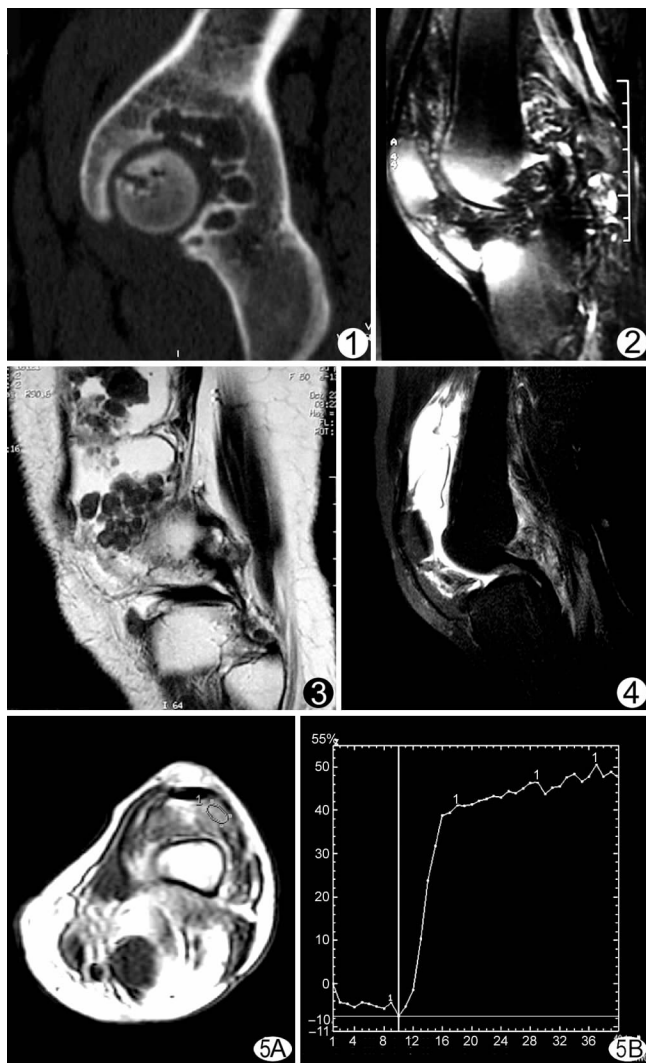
左膝关节 CT 矢状重建, 髌白及股骨头关节面下可见多发囊状骨质破坏, 边界清楚并可见薄层硬化边 图 2 D-TGCT I 型 MRI T2W 压脂像可见弥漫性滑膜组织增生及弥漫性含铁血黄素沉积所致低信号, 关节液较少 图 3 右膝关节 D-TGCT II 型 T2WI 可见弥漫性增生的滑膜组织及周围囊性成分, 两者比例相当 图 4 左膝关节 D-TGCT III 型 T2W 压脂像可见病灶以囊性成分为主, 实性成分较少 图 5 左膝关节 D-TGCT MRT1W 灌注成像 A. 兴趣区选择图; B. 灌注曲线图, 最大斜率为 6.67, 呈高灌注特征
